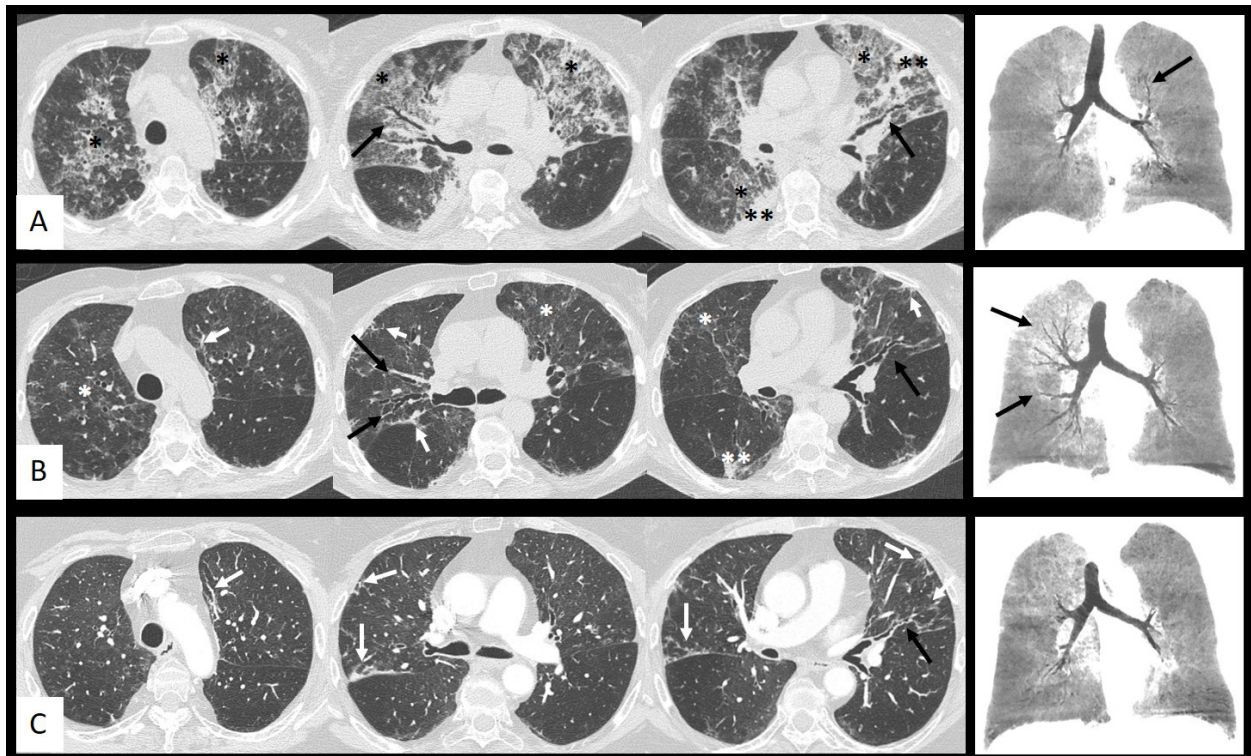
Evolución de los hallazgos en TC torácica de paciente con gripe A H1N1. A la derecha reconstrucciones coronales con mínima intensidad de proyección. A. Episodio agudo, fase pico de la afectación pulmonar: extensas áreas bilaterales de aumento de densidad en vidrio deslustrado con reticulación en su interior (*) y pequeñas consolidaciones () con predominio en campos superiores y algunas dilataciones bronquiales en el seno de las opacidades (flechas negras). B. Dos meses después: disminución de densidad y tamaño de las opacidades (*) () en evolución a opacidades lineales irregulares y bandas parenquimatosas (flechas blancas) con progresión de las dilataciones bronquiales (flechas negras). C. Dos años después: resolución casi completa de las opacidades iniciales y de la mayoría de las dilataciones bronquiales (flecha negra), dejando como lesiones residuales opacidades lineales irregulares y bandas parenquimatosas (flechas blancas).
